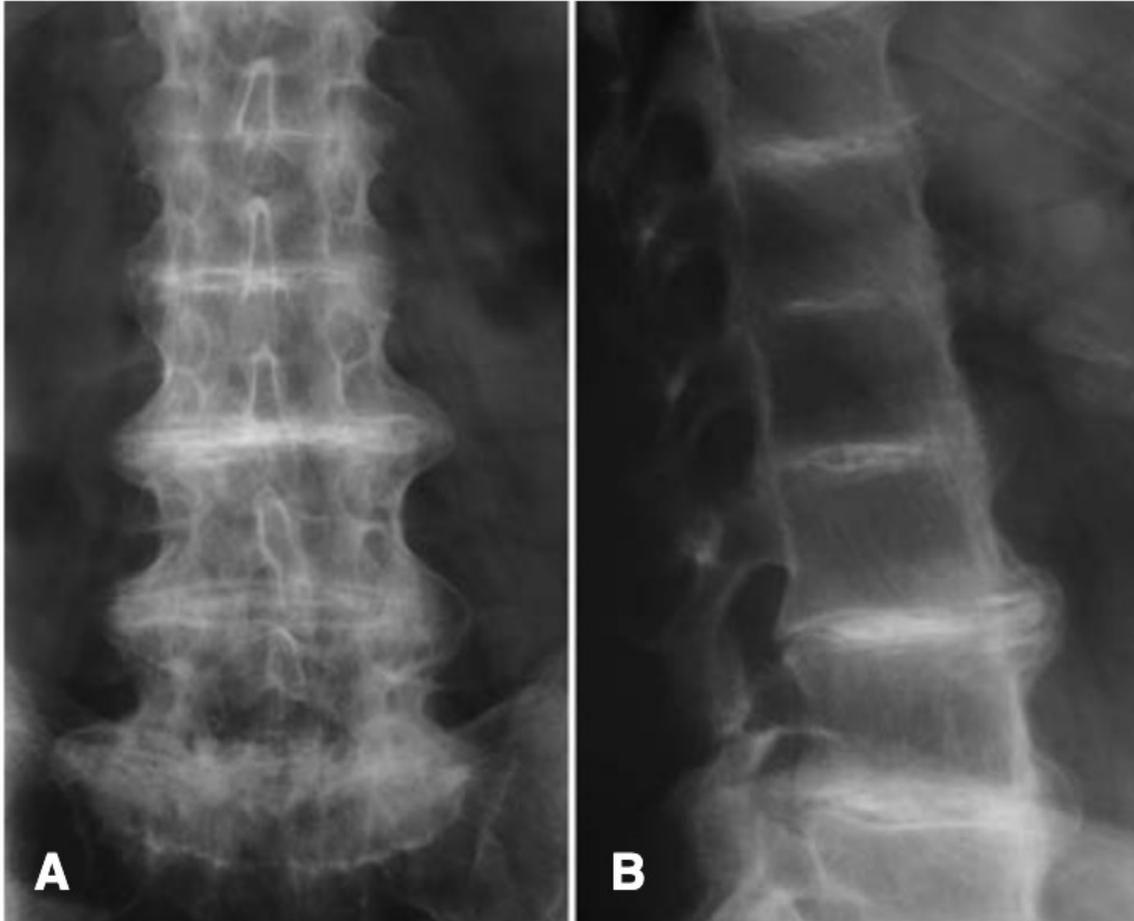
Radiografía simple anteroposterior (A) y lateral (B). Estrechamiento y calcificación de las articulaciones intervertebrales. Pérdida de la lordosis fisiológica.
